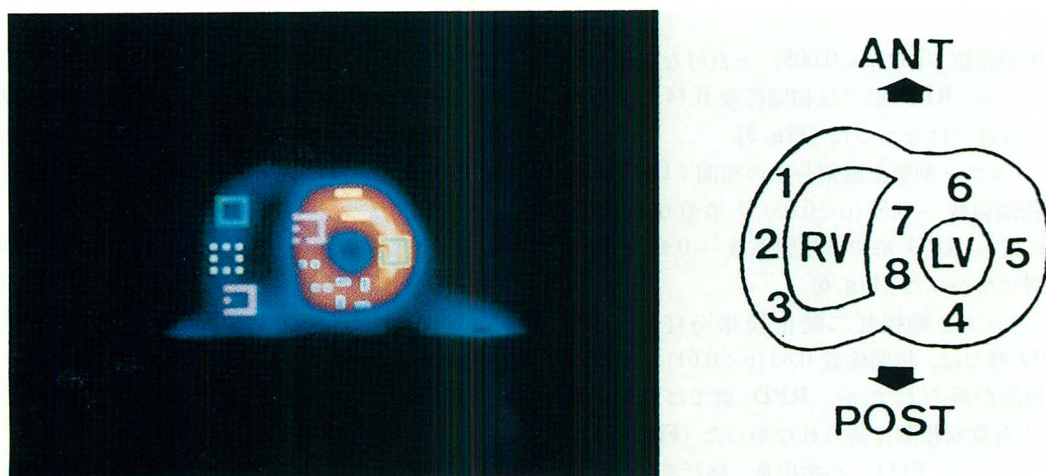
Myocardial SPECT image and regions of interest (ROI).
